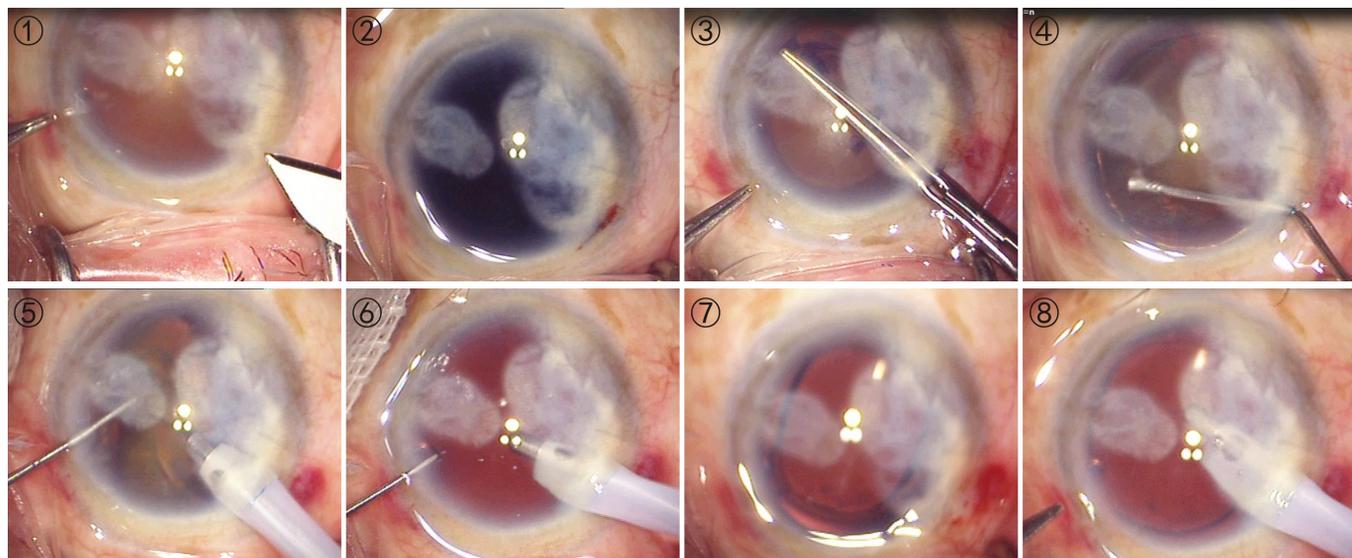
选择透明角膜缘切口。图2 使用台盼蓝前囊膜染色。图3 连续环形撕囊。图4 水分离。图5 通过旋转核在可视的瞳孔区域行超声乳化。图6 使用I/A进行皮质的冲洗和抽吸。图7 植入人工晶状体。图8 置换黏弹剂。
